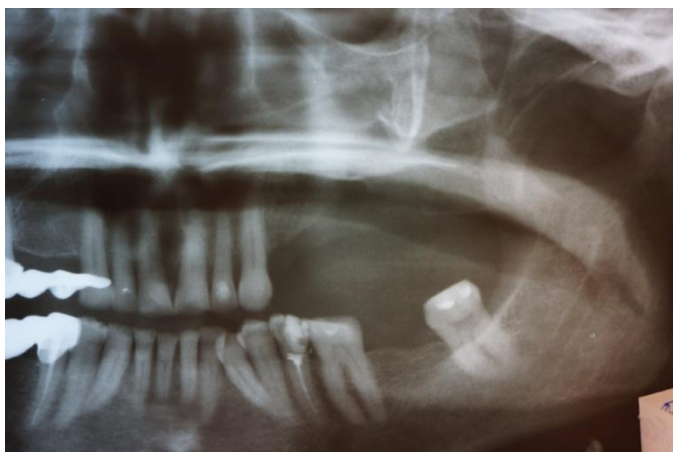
Ортопантомограмма пациентки Щ., 42 г. после оперативного вмешательства
